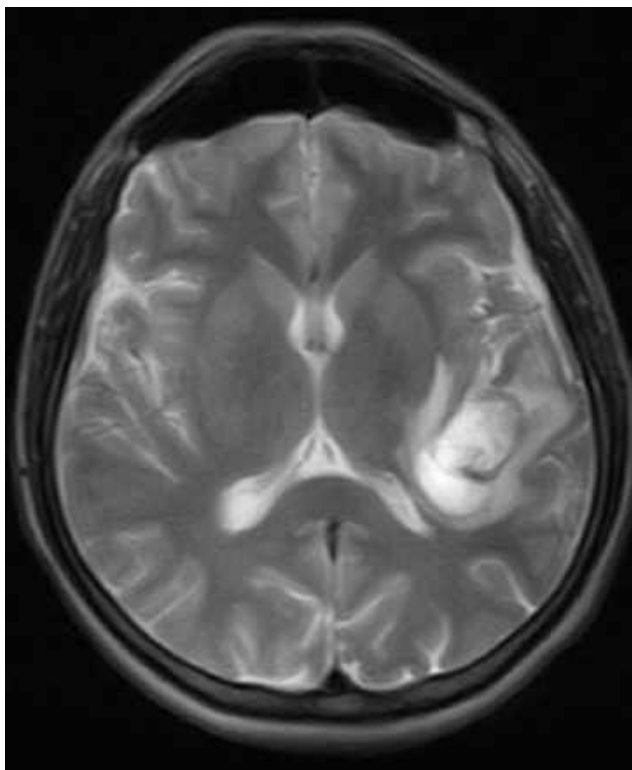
МРТ головного мозку (T2 ЗЗ, аксіальний зріз). Крововилив в каверному лівої острівцевої ділянки в гострій стадії. Тип I по Zabramski (спостереження №25, хворий К-ч, історія хвороби №344).
